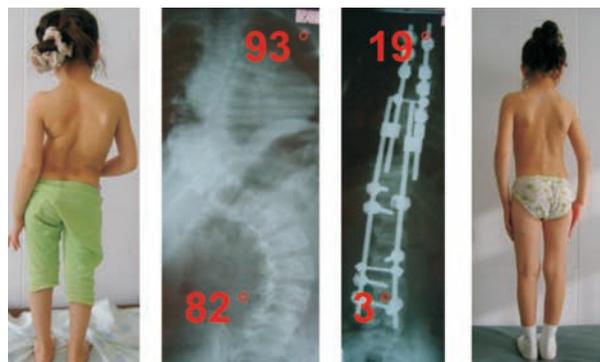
Фото и рентгенограммы больной Б., 6 лет, после коррекции сколиоза эндокорректором Мосс-Майми по способу McCarthy
